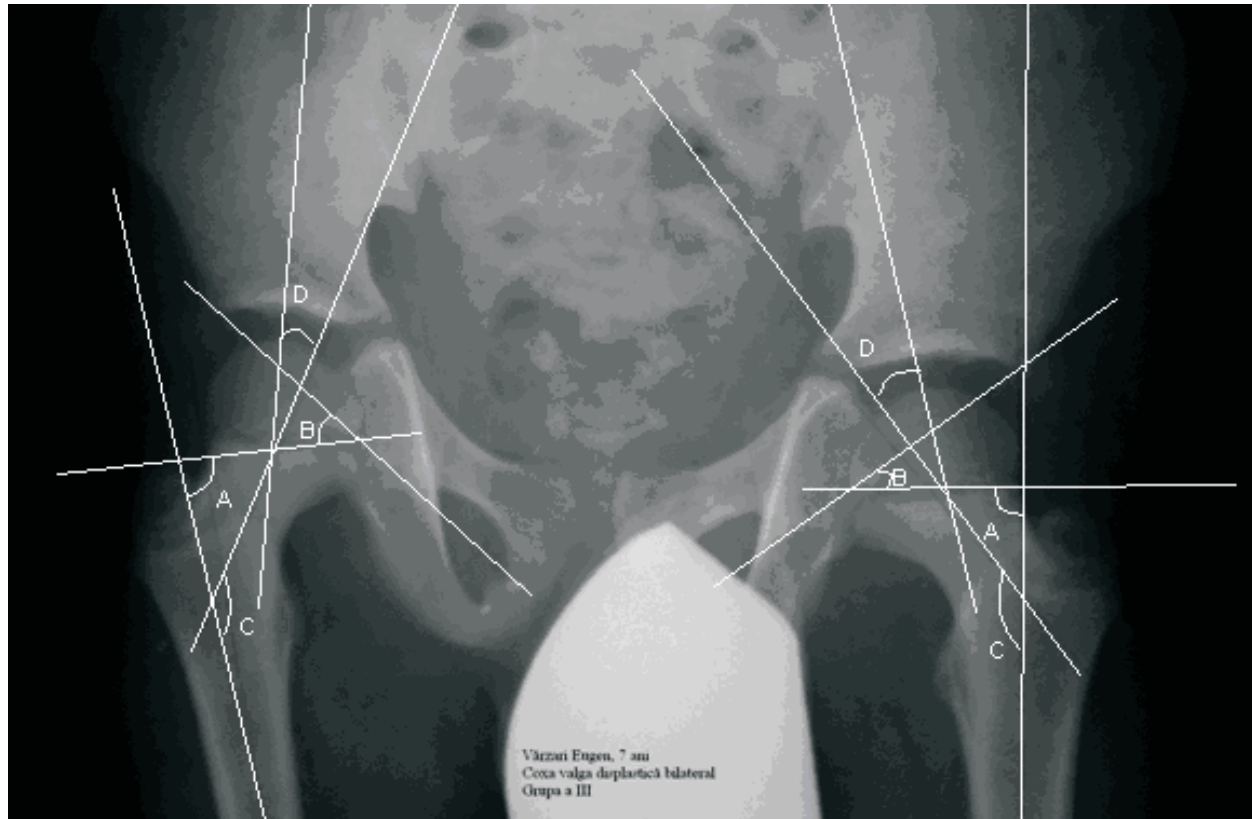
Radiografia bolnavului V, vârsta de 6 ani, coxa valga displazică bilaterală.
